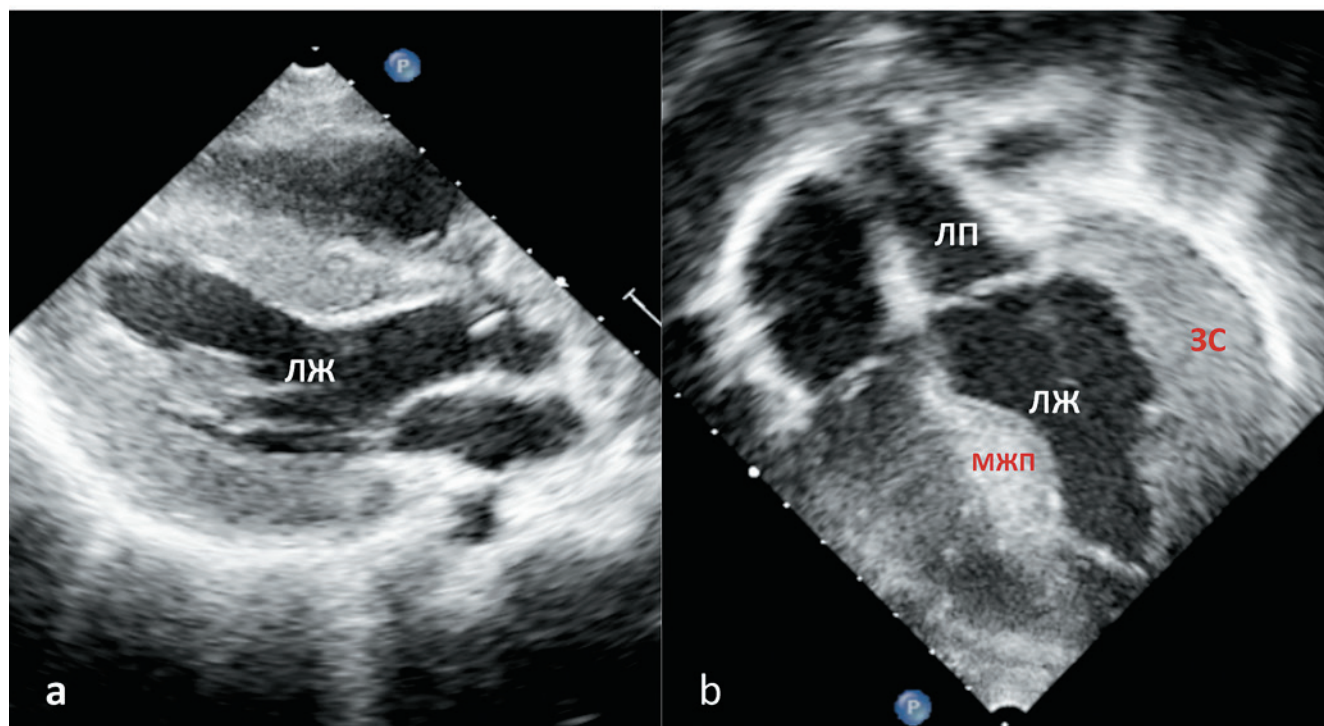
Фрагменты эхокардиографии пациента 14 лет с дефицитом комбинированного окислительного фосфорилирования, тип 3
